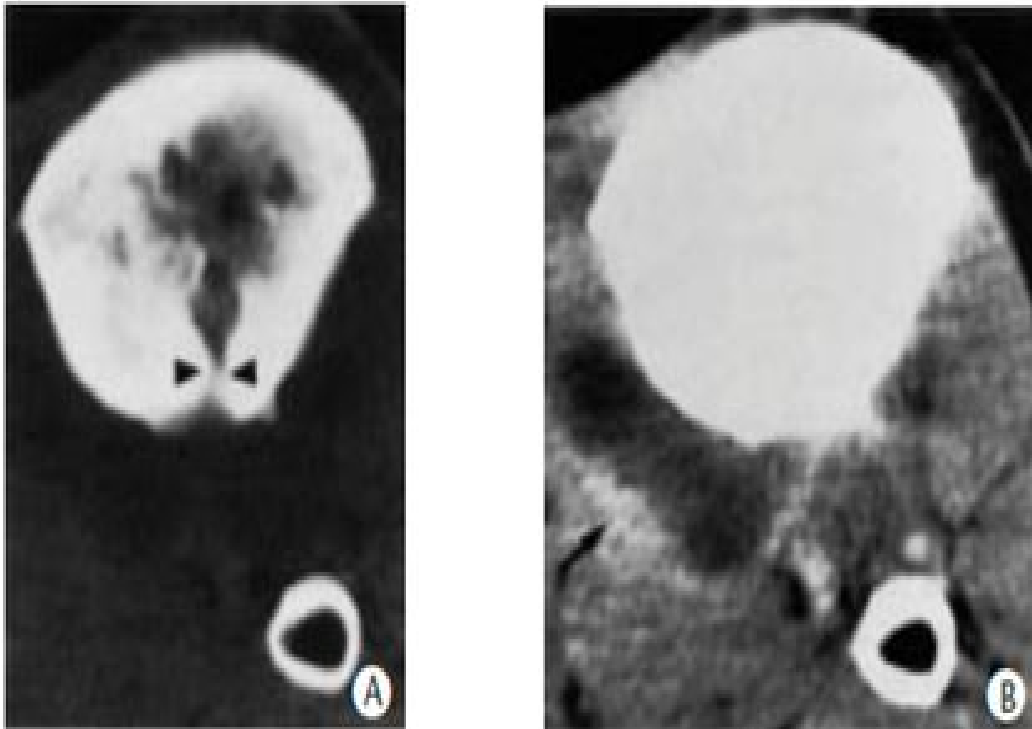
Ostéomyélite chronique. Clichés TDM.
